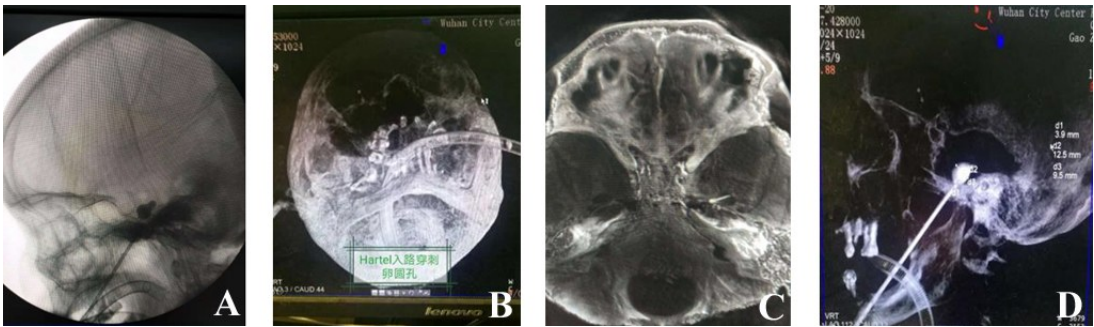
Dyna-CT 引导下经皮穿刺三叉神经半月节微球囊压迫术治疗三叉神经痛影像
